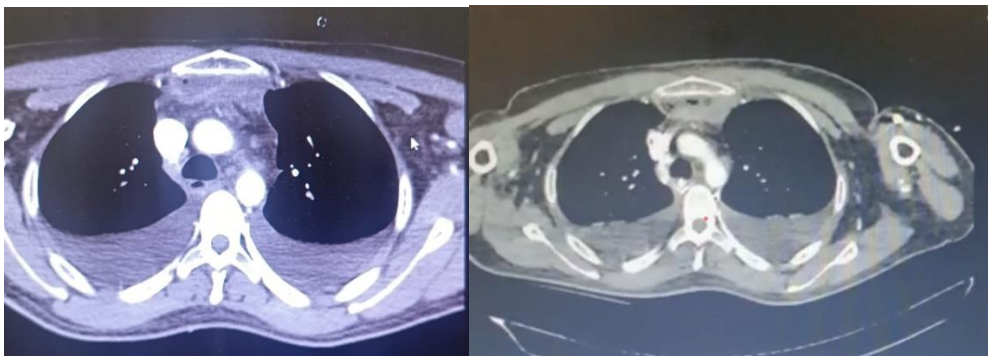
TC de tórax corte axial, que muestra derrame pleural bilateral y corpúsculo aéreo a nivel de cara posterior del manubrio esternal.
